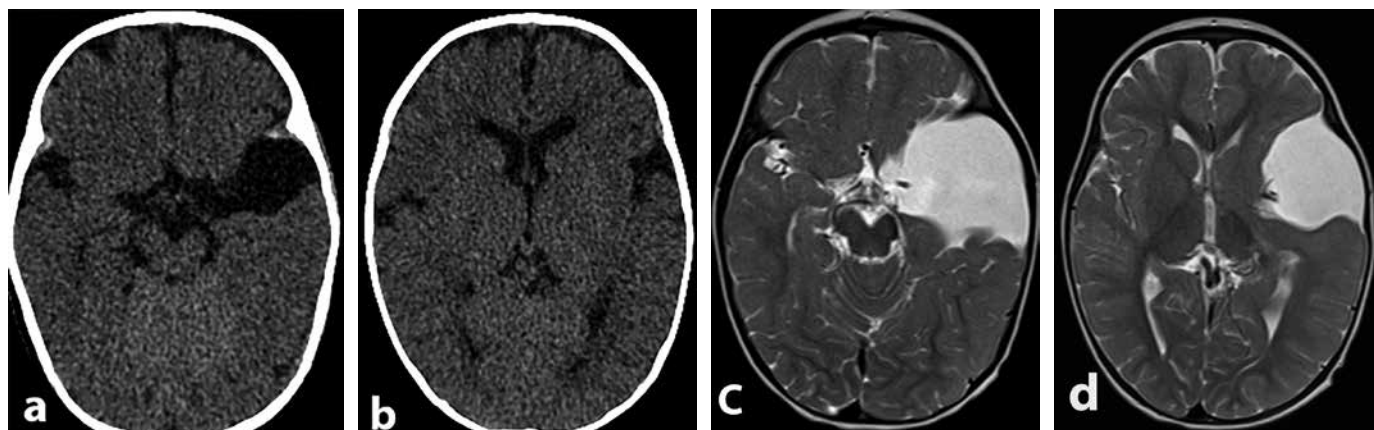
Серия снимков (а, б): КТ в аксиальной проекции, у пациента 6 мес. с бессимптомной АКСЧЯ. Серия снимков (с, д): МРТ в аксиальной проекции, у того же пациента в возрасте 14 мес. Отмечается отрицательная динамика в виде увеличения объёма кисты и нарастания дислокации головного мозга
